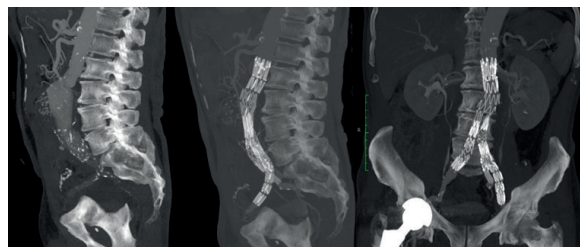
Angio-CT pré- e pós-operatória de aneurisma aorto-ilíaco esquerdo excluído eletivamente com endoprótese bifurcada Zenith flex (Cook®) e IBD (Cook®) esquerda associada a stent Atrium Advanta V12 (Maquet®)
